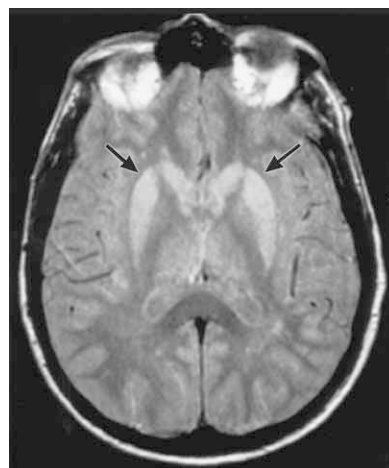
MRT mit Hyperintensität in den Stammganglien bds. bei sporadischer CJK (mit freundlicher Genehmigung von Don Collie, Western General Hospital, Edinburgh)
